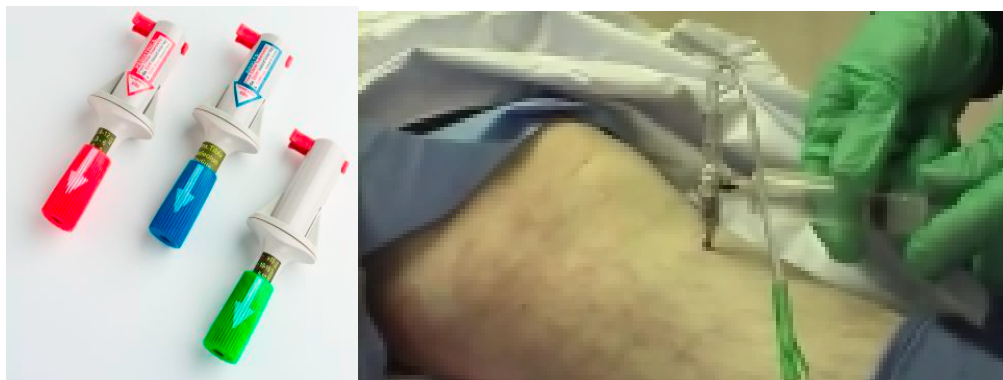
Внутрикостные «шприцы-пистолеты» и выполнение внутрикостной инфузии (Бутылин Ю.П., 2014)
